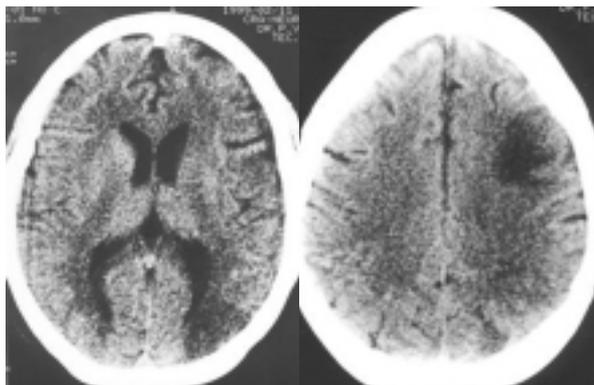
Tomografia axial computadorizada mostrando lesão nas áreas vasculares de fronteira do hemisfério esquerdo.
